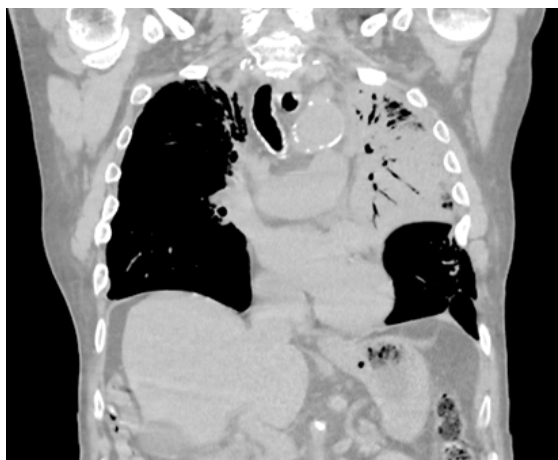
Consolidado en lóbulo superior izquierdo con broncograma aéreo/TC. Corte Coronal.
